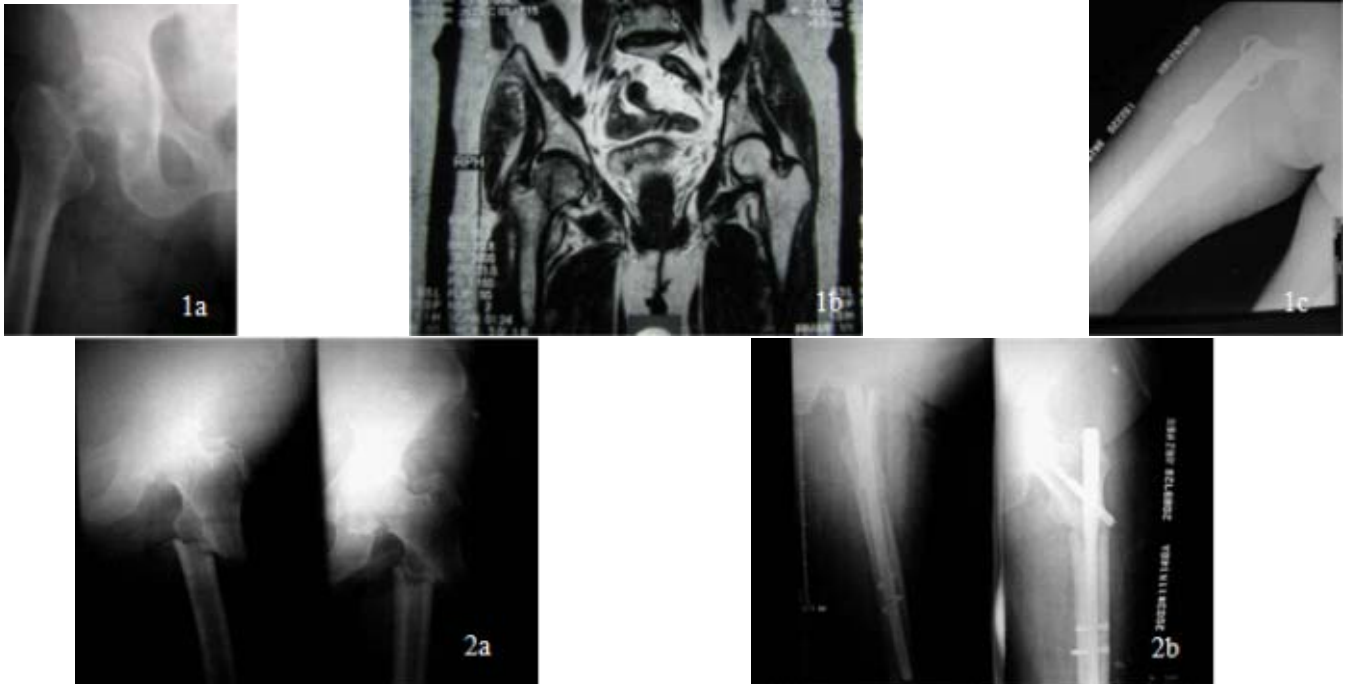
女，67 岁，右股骨颈基底部转移瘤 a. X 线提示股骨头颈部溶骨性破坏，股骨颈基底部骨折； b. MRI 提示股骨头颈部信号异常改变； c. 股骨上端肿瘤切除，人工假体置换术后。
